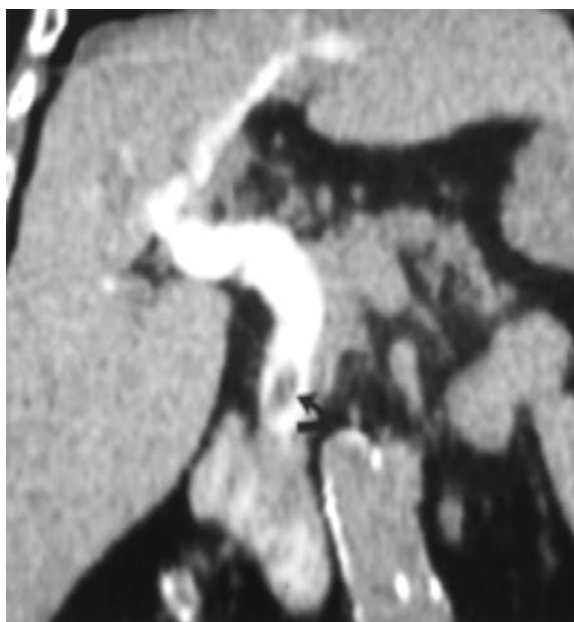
CT CM. Cholestasis: hilar cholangiocarcinoma, late phase.
